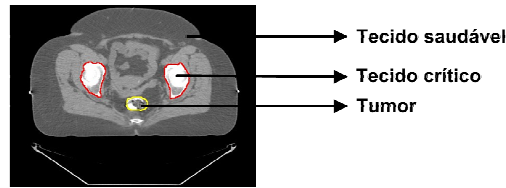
Imagem de tomografia computadorizada com estruturas anatômicas selecionadas.
